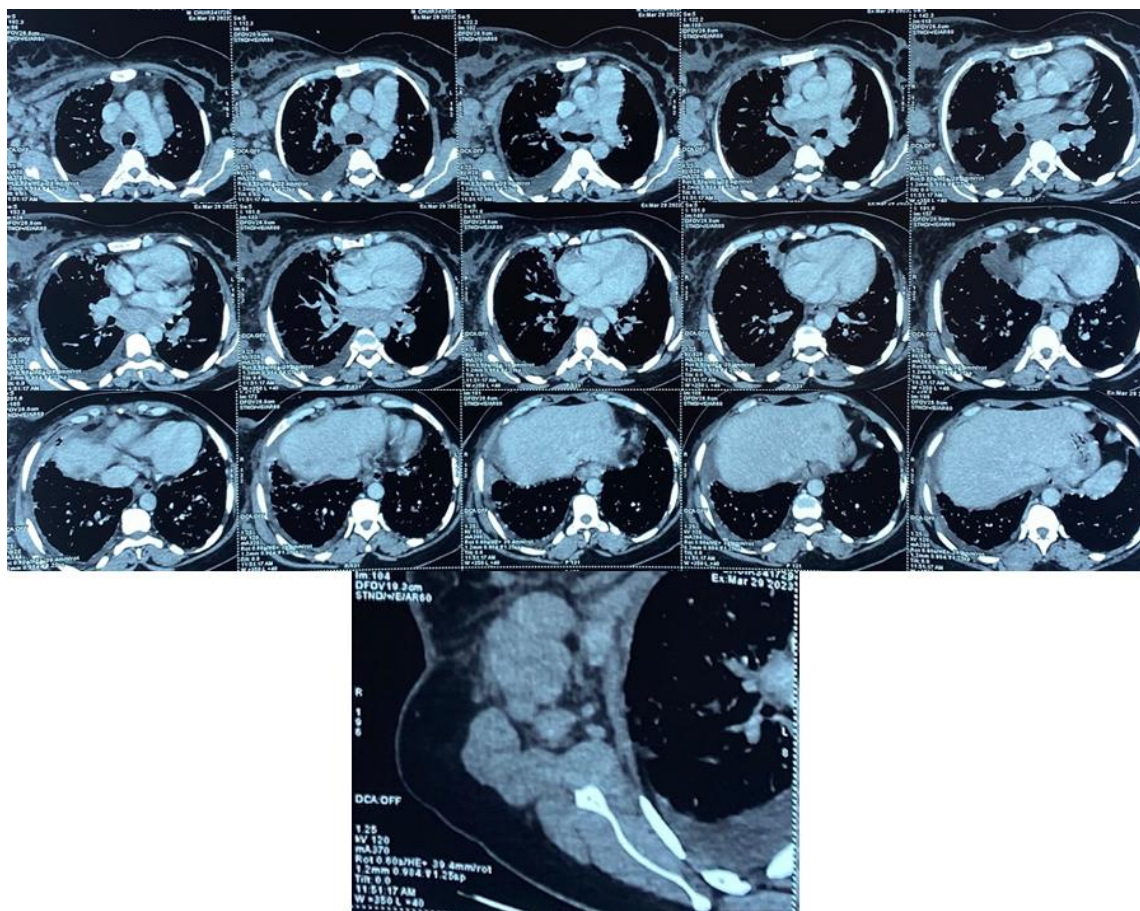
TDM thoracique (fenêtre médiastinale) : Adénopathies médiastinales , axillaires droites et sus claviculaires bilatérales , associées à un épanchement pleural bilatéral de faible abondance , et une infiltration nodulaire de la glande mammaire droite .
